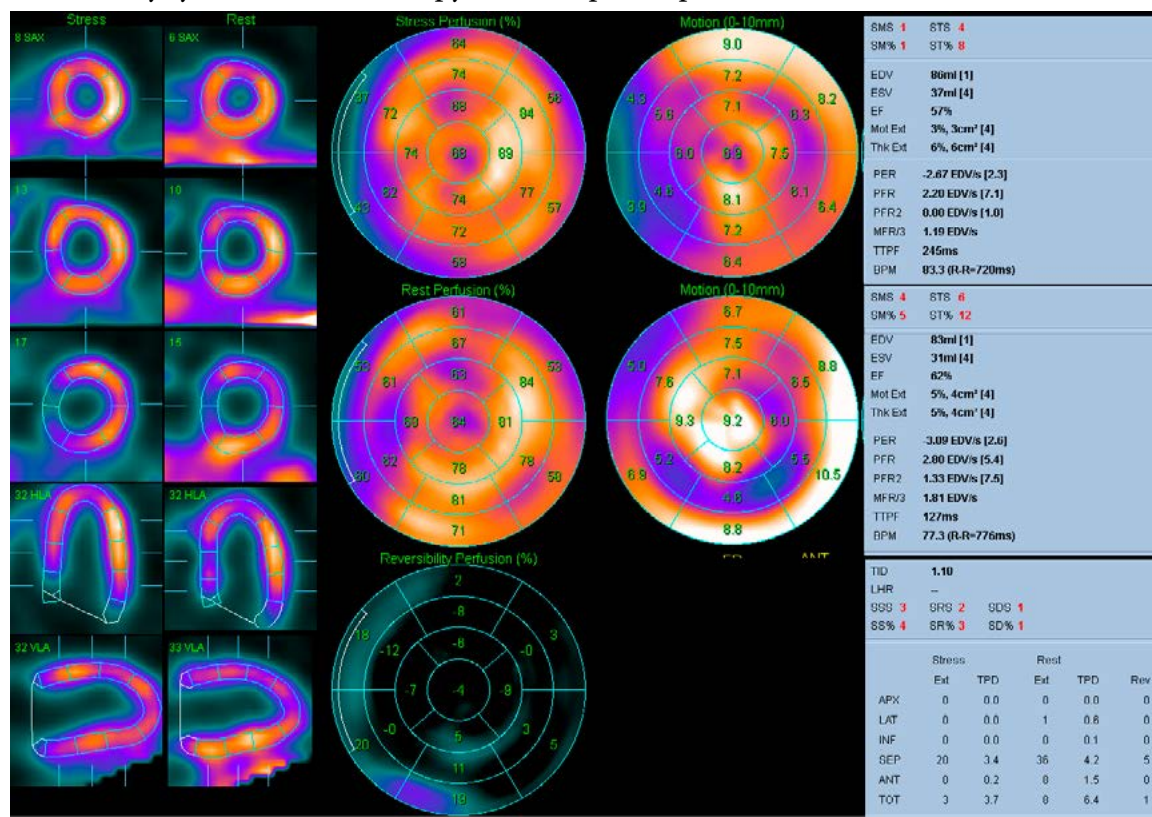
Данные перфузионной ОЭКТ миокарда у пациента с СКВ. Отмечается выраженная диффузная неравномерность накопления РФП, которая указывает на нарушения кровоснабжения миокарда на уровне микроциркуляции при сохранной систолической функции.
